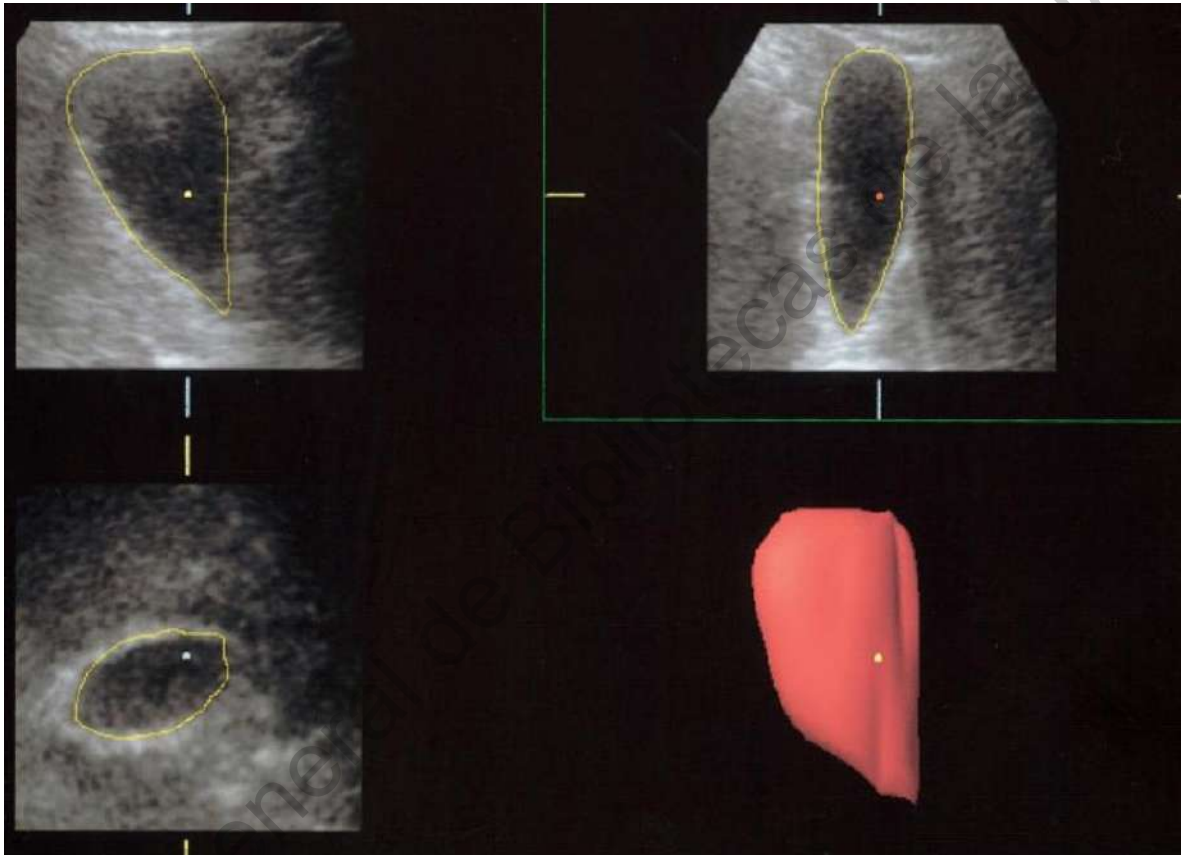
Imagen en 3D de ultrasonido para medir volumen de la vesícula biliar.
